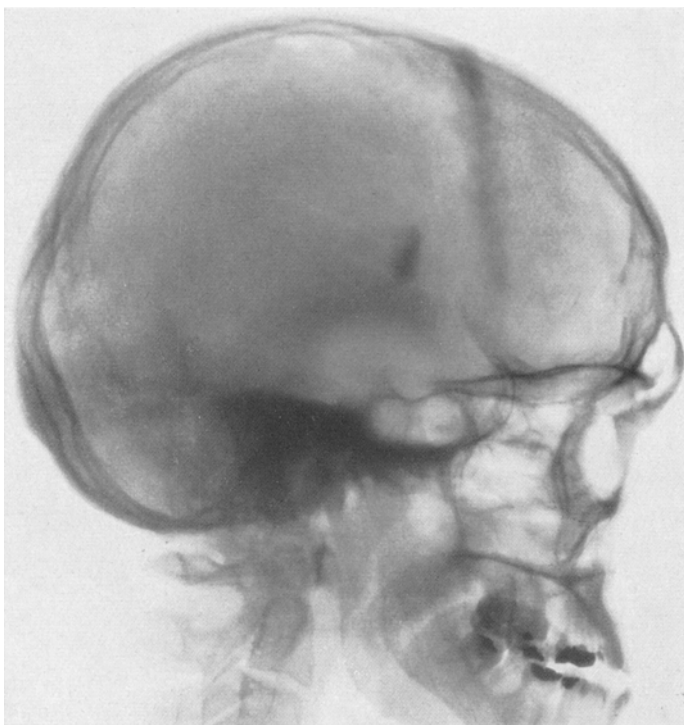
Bolzendurchschuß des Stirnbeines.* Fall 2. (Die seitliche Röntgenaufnahme des Schädels zeigt die kreisrunde, aus dem Stirnbein ausgestanzte Knochenscheibe in ovaler Projektion etwa 8 cm intracerebral)
